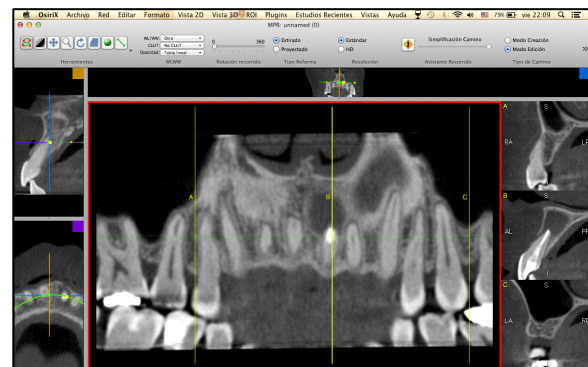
Reconstrucción Multiplanar (MPR) en curva, programa OsiriX®, en base a datos Dicom de CBCT. Evaluación de lesión hipodensa periapical de pieza dentaria 2.1 (Vistas Sagital, Axial y Panorex).
